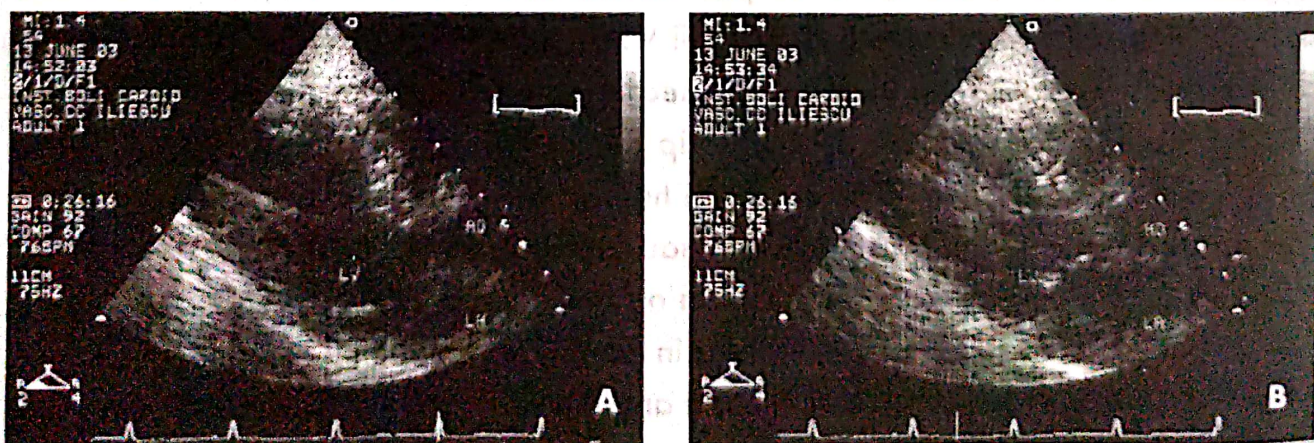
Ecocardiografie transtoracică parasternal ax lung în diastolă (A) și sistolă (B).
